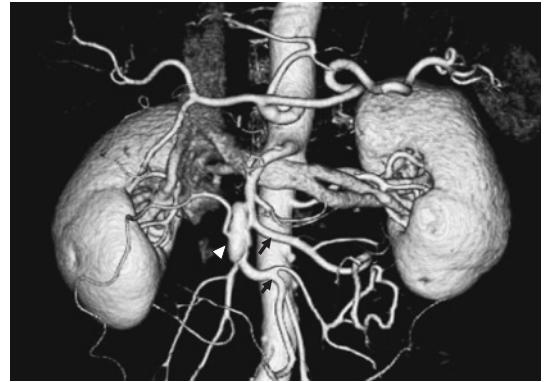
Three-dimensional image reconstruction of abdominal enhanced CT of case 3 showed aneurysmal dissection of SMA (arrowhead) and jejunal arteries were branched from true lumen (arrows) and the peripheral blood flow was good.
